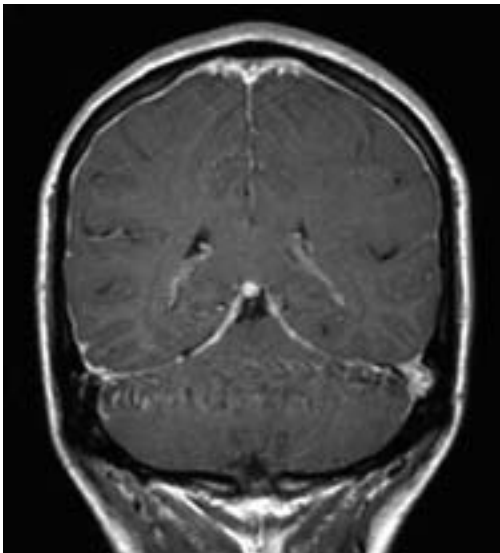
Resonancia magnética nuclear: corte coronal, realce leptomeníngeo y paquimeníngeo de las convexidades.
